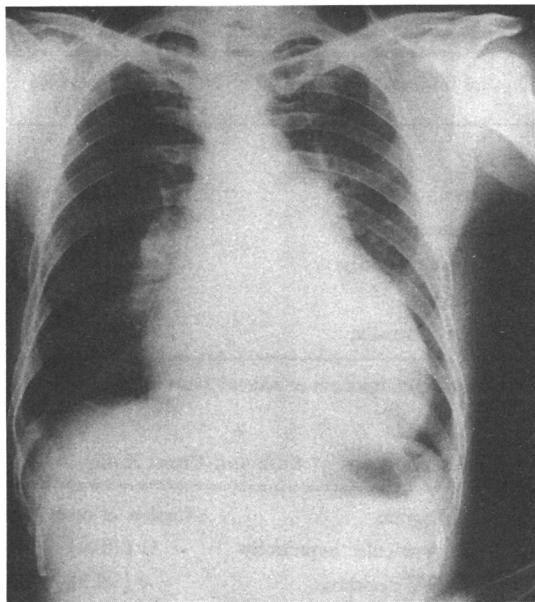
Chest roentgenogram shows cardiac enlargement with right ventricular and right atrial prominence, and marked dilatation of the pulmonary segment (case 3).
